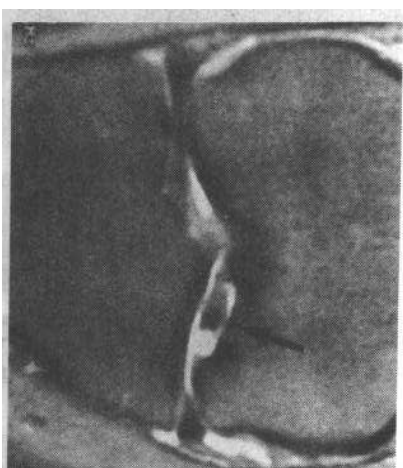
OCD 并关节内游离体形成。MRI 冠状脂肪压缩质子密度像显示股骨内侧髌下缘中部游离骨软骨块完全被强信号关节内液体环绕
